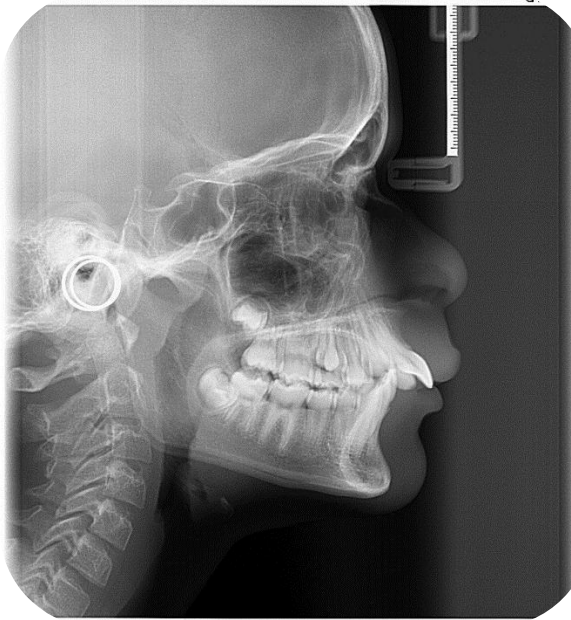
Telerradiografia inicial - Fonte: CROL – Centro de Radiologia Odontológica
